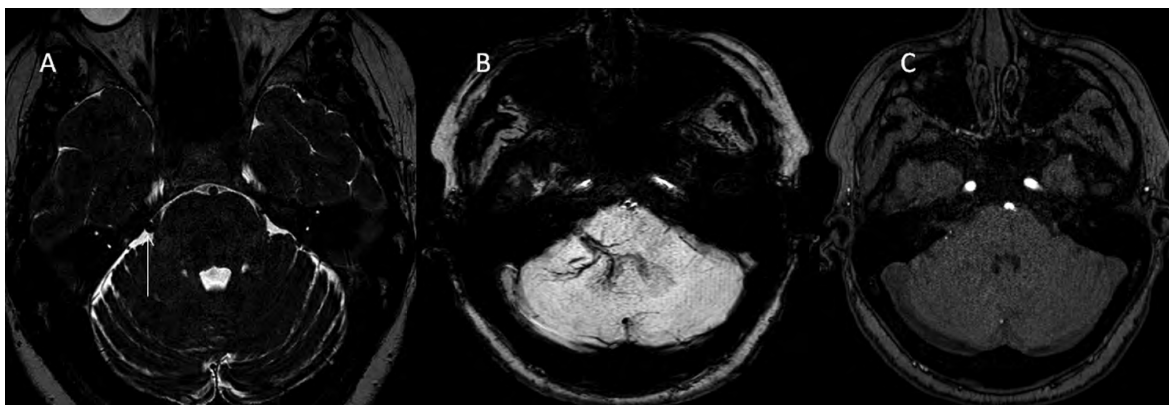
MRI findings in Case 3: A – 3D-DRIVE image showing a dilated venous structure (white arrow) in the right cerebellopontine angle compressing the root entry zone of the right trigeminal nerve; B – SWI showing a dilated vein and a “caput medusae” pattern in the right cerebellar hemisphere and middle cerebellar peduncle; C – 3D-TOF MR angiography showing no arterial neurovascular conflict around the right trigeminal nerve. Source: created by the authors
